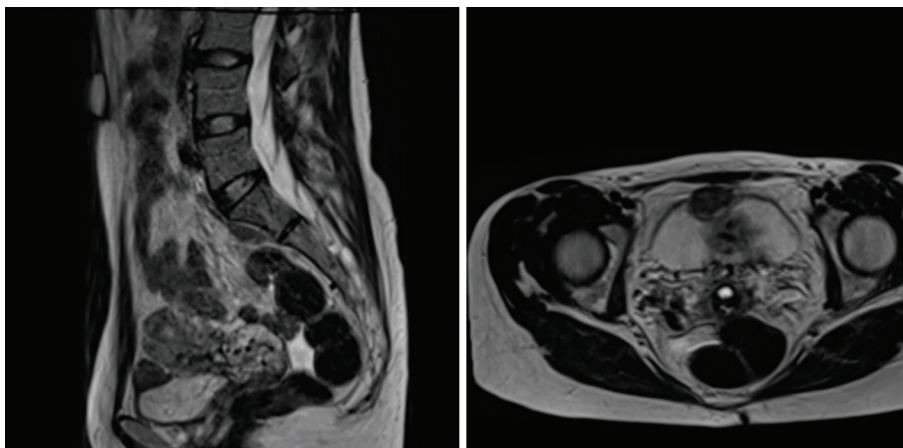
MRT-Befund mit ca. 3 cm Raumforderung am Blasendach.
